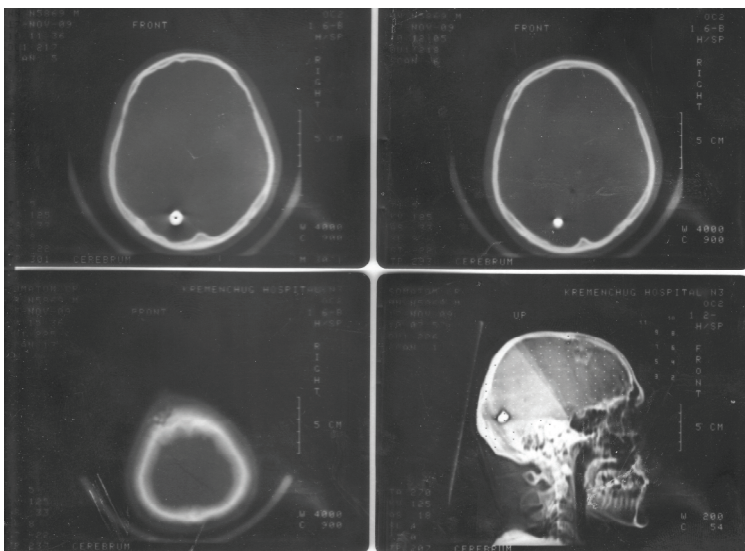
Компьютерная томография головного мозга гр. А. Огнестрельное, пулевое, слепое ранение головы, с повреждением теменной кости слева, мозговых оболочек и вещества головного мозга. Наличие инородного тела (пули) в левой затылочной доле мозга.
